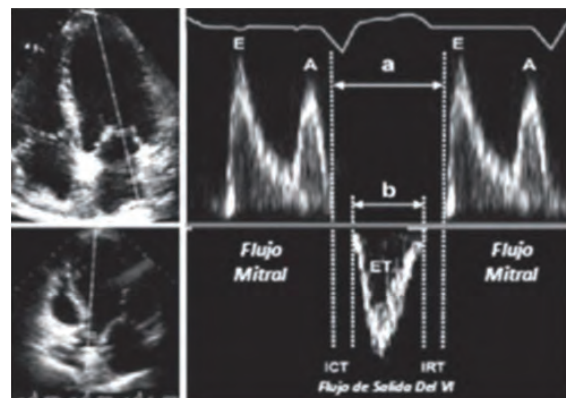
La figura de arriba muestra una vista apical de cuatro cámaras registrando los flujos trasmitrales con Doppler pulsado: la figura de abajo sostiene el Volumen. Muestra sobre el plano valvular aórtico en la vista apical con Doppler pulsado. IGT, Tiempo de contracción Isovolumétrica. IRT, Tiempo de Relajación Isovolumétrica. Et, es Tiempo de eyección ventricular aórtico. Puente: Tei, 1997.
